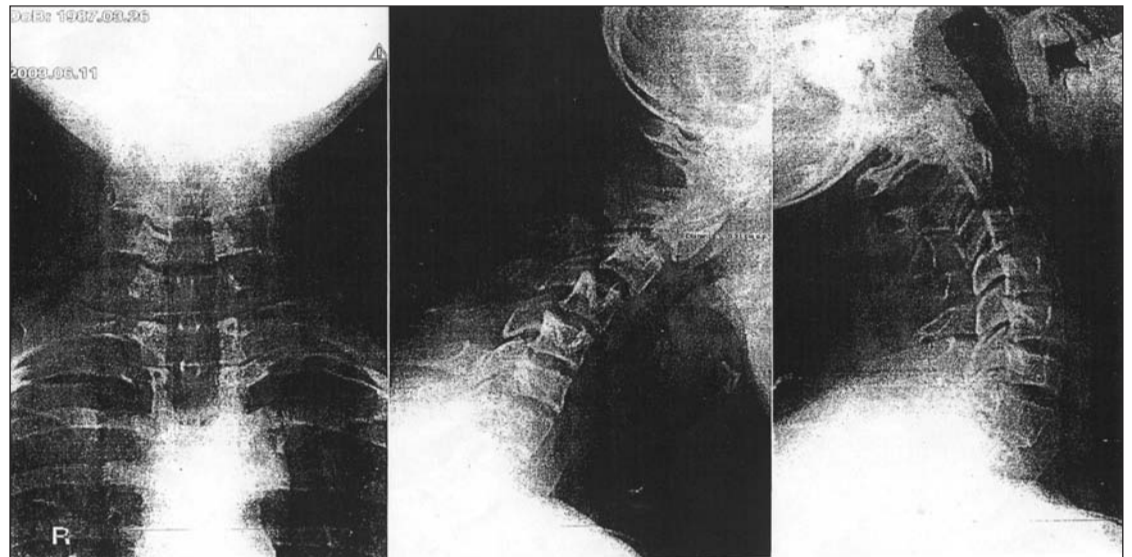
Дані рентгеноспондилограми
